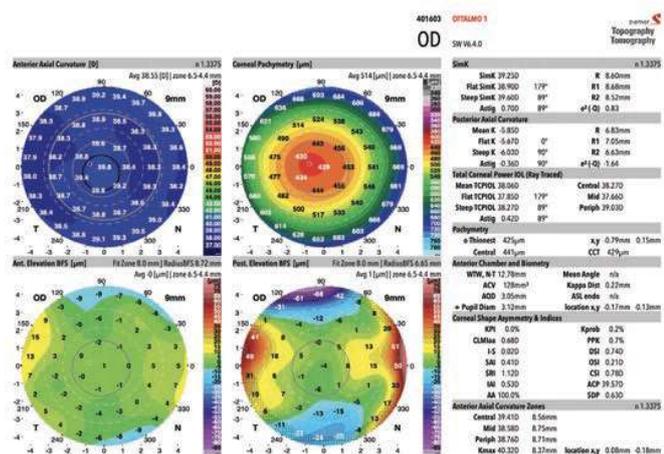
Послеоперационная топография/томография роговицы (GALILEI).
